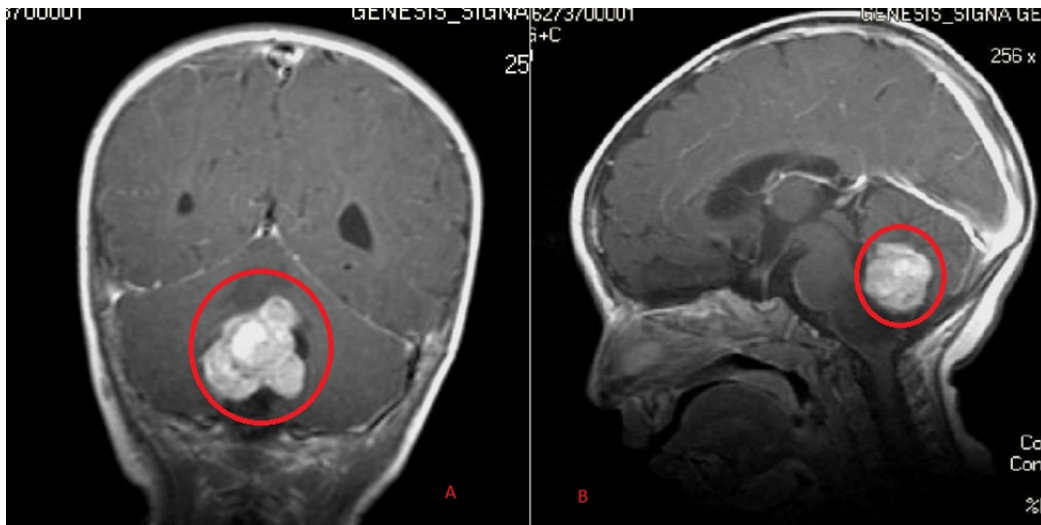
Imagen de Resonancia Magnética de un ependimoma cerebeloso clásico. Cortes Coronal A y sagital B con medio de contraste. Fuente: <http://www.cirurgianeurologica.com.mx/patologias-2/tumor-cerebral>
